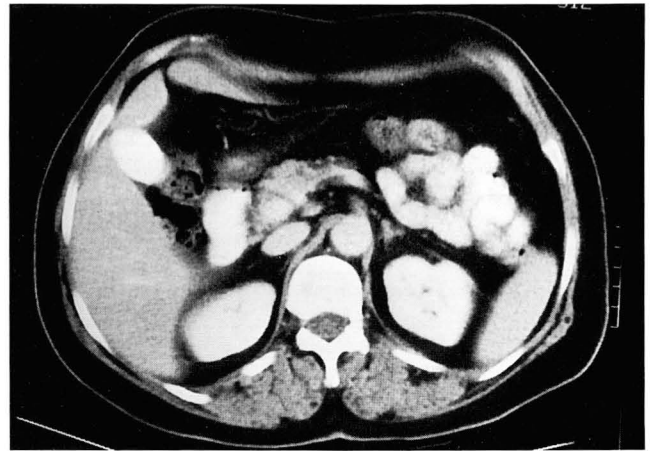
CT scan in a 60-year-old woman with uterine cervical carcinoma, obtained 7.5 hours after intravenous urography demonstrates homogeneous opacification of gallbladder.
